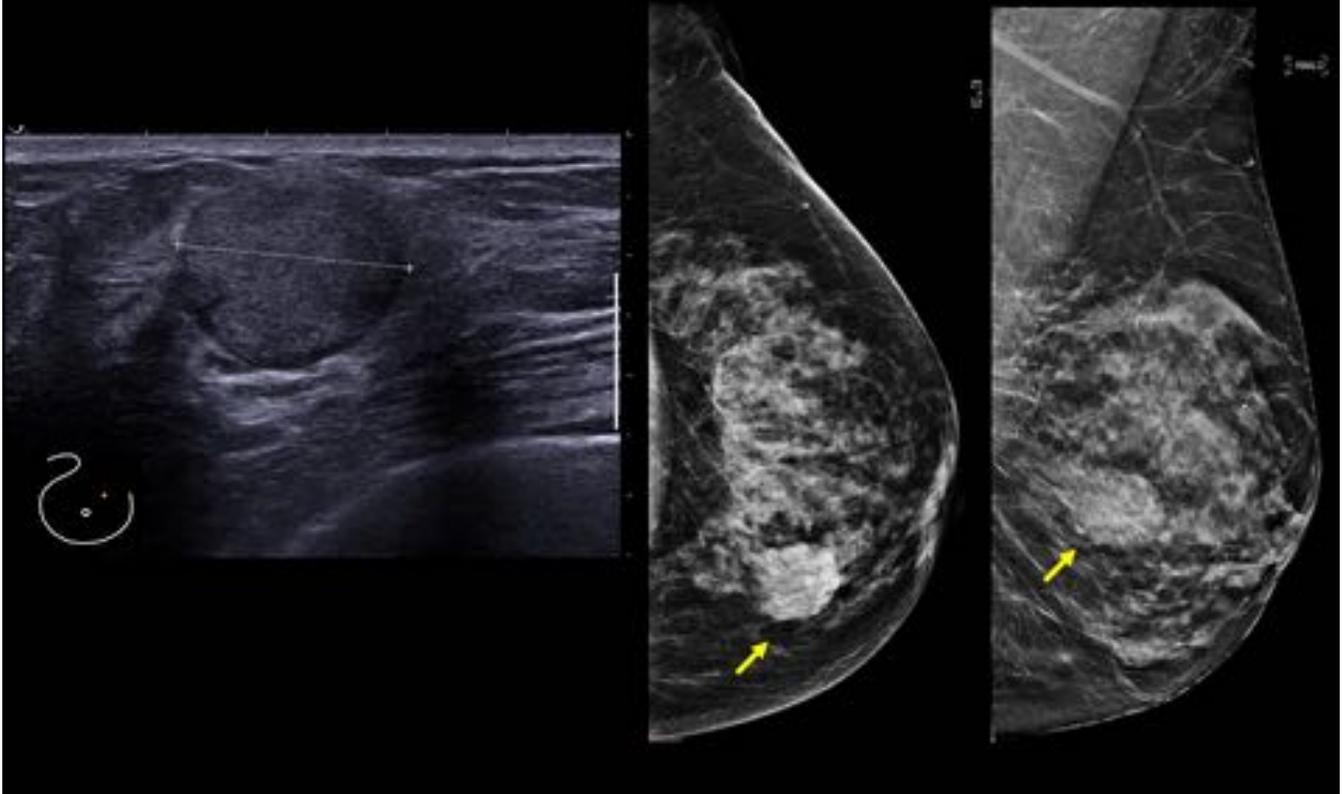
Mujer de 71 años que consulta por tumoración a CSInt de la mama derecha de una semana de evolución. La ecografía mostró una masa nodular hiperecoica bien delimitada con alguna pequeña lobulación. En la mamografía se correspondía con una lesión nodular isodensa de bordes parcialmente ocultos. Se realizó biopsia con el resultado de carcinoma mucinoso.
